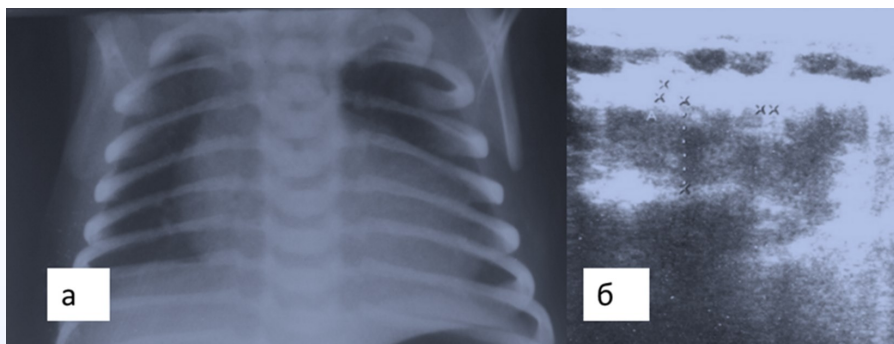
а) Рентгенограмма ОГК ребенка А., 10 суток жизни, без признаков патологических изменений легких, консолидированный перелом правой ключицы; б) эхограмма легких и плевры того же пациента.
